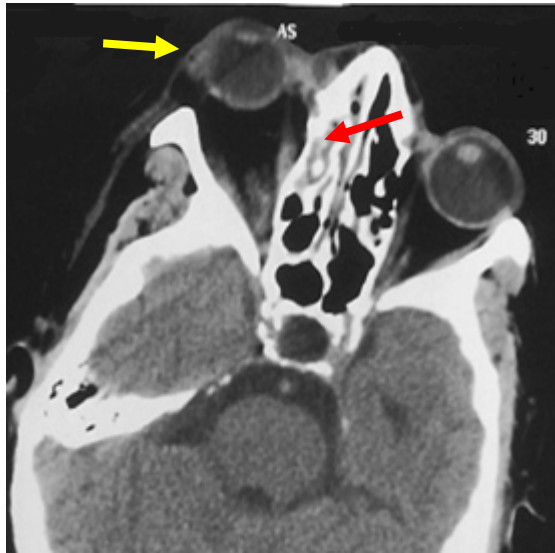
coupe axiale d'une TDM à l'admission montrant une exophtalmie droite (flèche jaune) avec une sinusite ethmoïdale (flèche rouge) d'un patient atteint d'une mucormycose [31]
